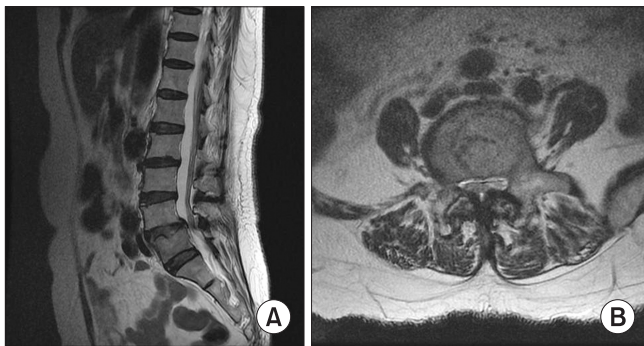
Sagittal T2-weighted (A), axial T2-weighted (B) spinal magnetic resonance imaging show a contrast-enhancing mass at L5 vertebral body.
